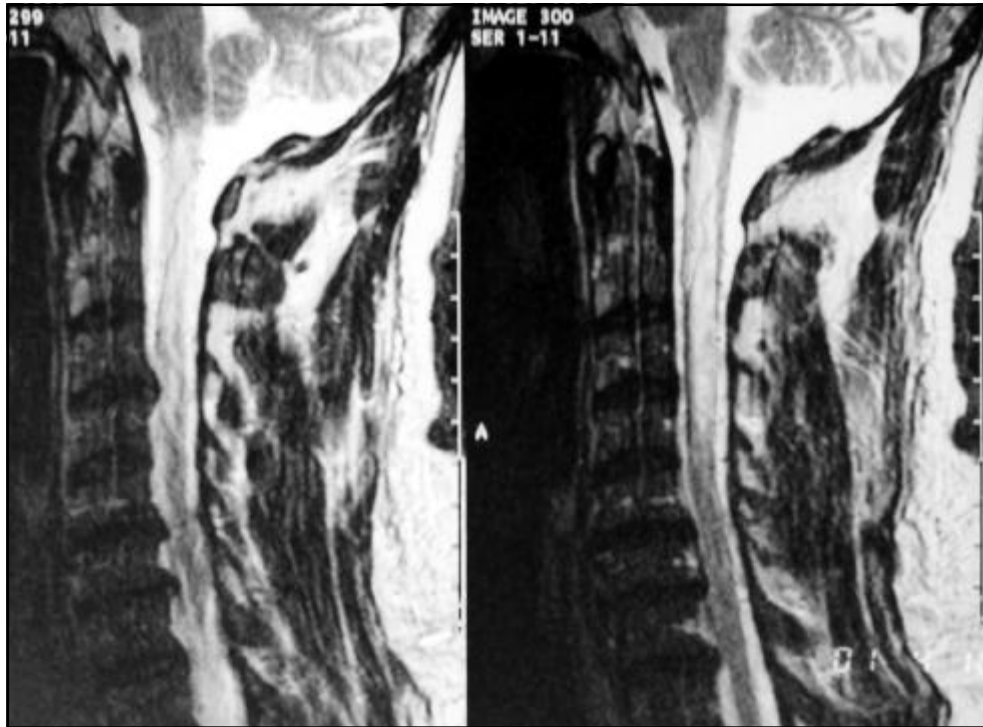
Sequencia T2 de ressonância magnética cervical evidenciando hipersinal na transição bulbo-medular compatível com edema.
